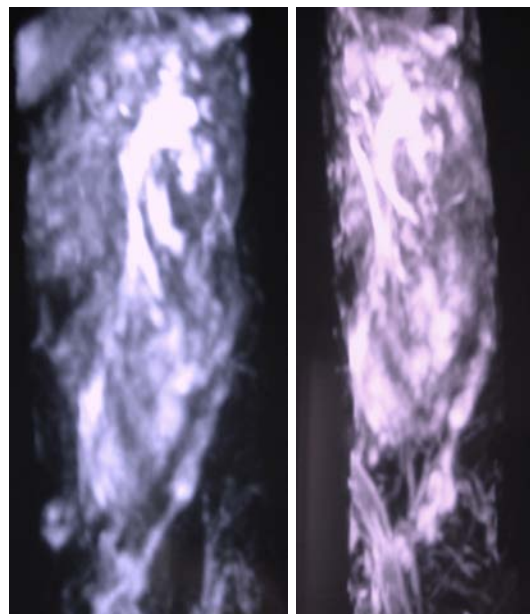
Uro-RM en donde observamos extravasado urinoso secundario a hiperpresión en las vías excretoras.
